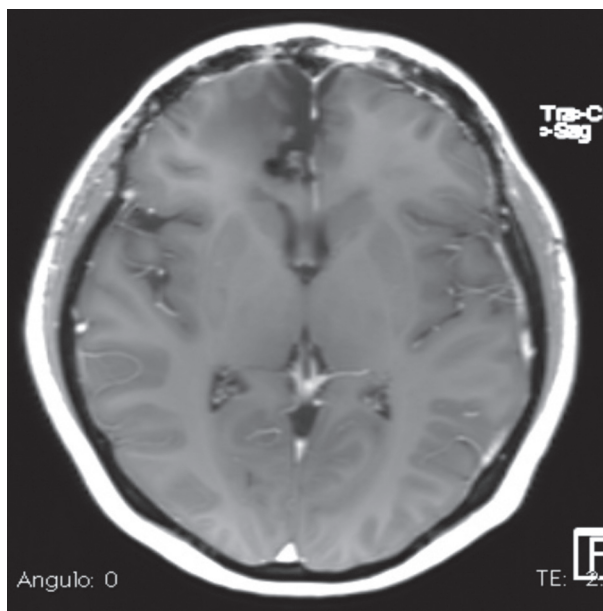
Control de resonancia magnética a dos años sin evidencia de tumor.
